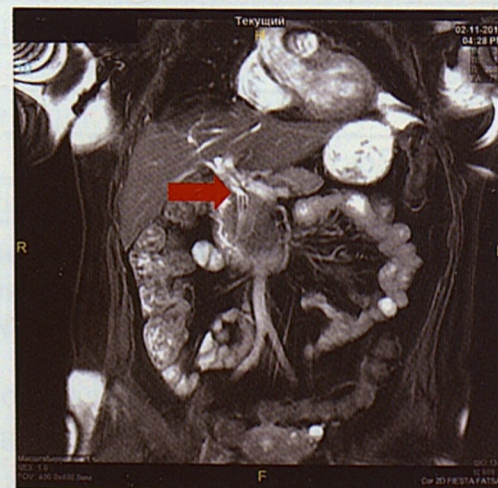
МР-томограмма брюшной полости. Визуализируется часть Т-образного дренажа в холедохе
